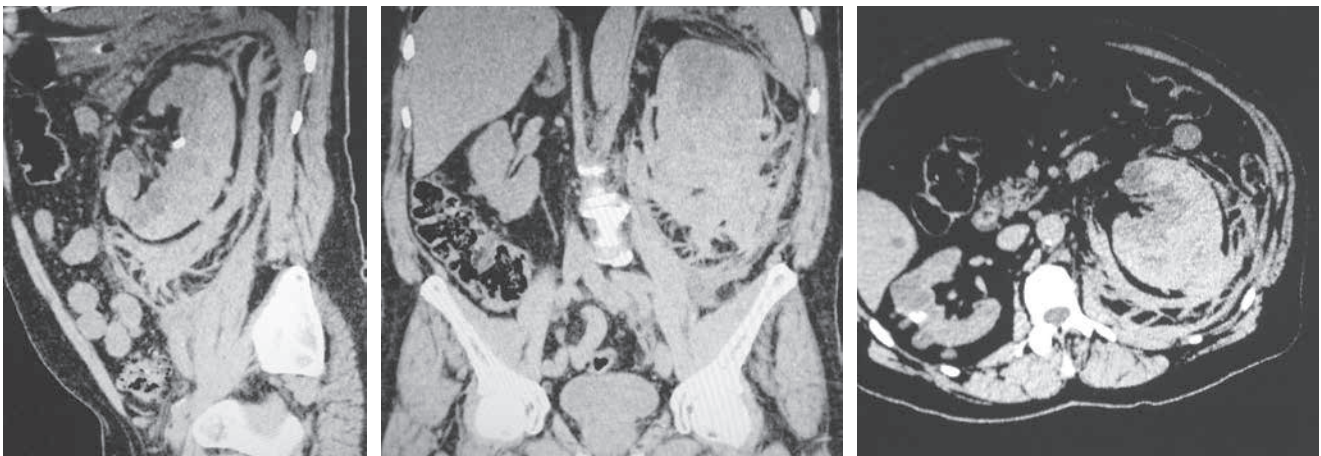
Imágenes de la TAC abdómino-pélvica con contraste en los 3 planos: hematoma subcapsular izquierdo que se extiende hacia espacios perirrenal y pararenal.
